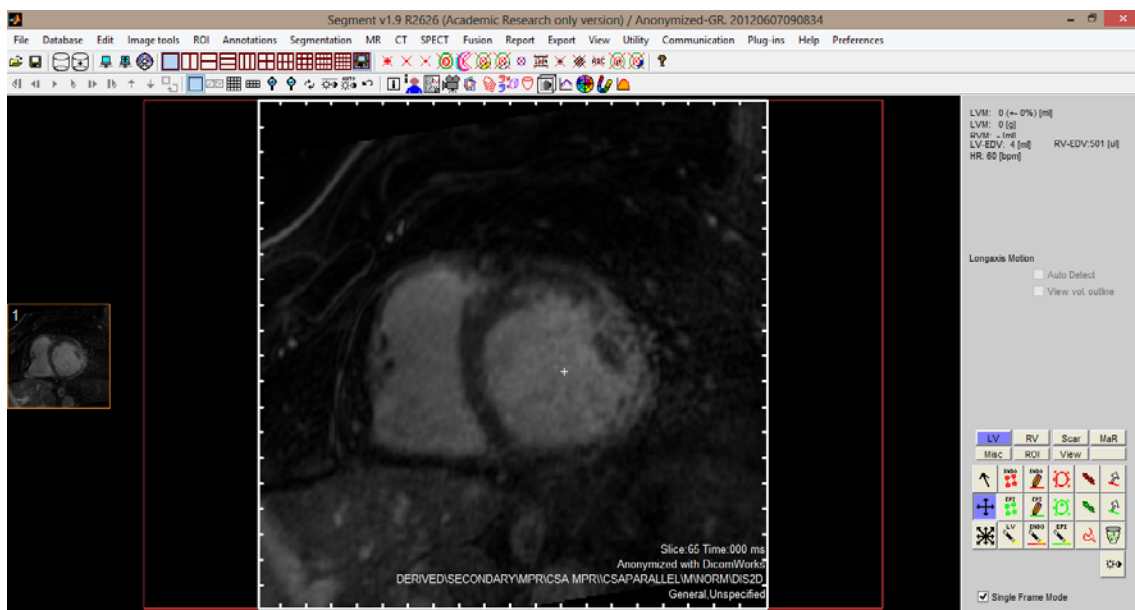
Ventana principal de la versión académica del software *Segment v1.9* mostrando el corte 65 del volumen de DE-MRI empleado para la construcción del modelo cardíaco 3D
